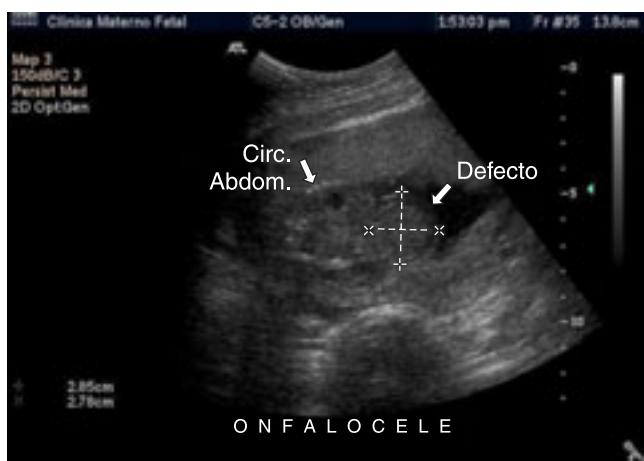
Ultrasonido gestacional de alta definición en un feto de 18.2 semanas de gestación que muestra el saco herniario, cubierto de membrana, que incluye tejido hepático.
